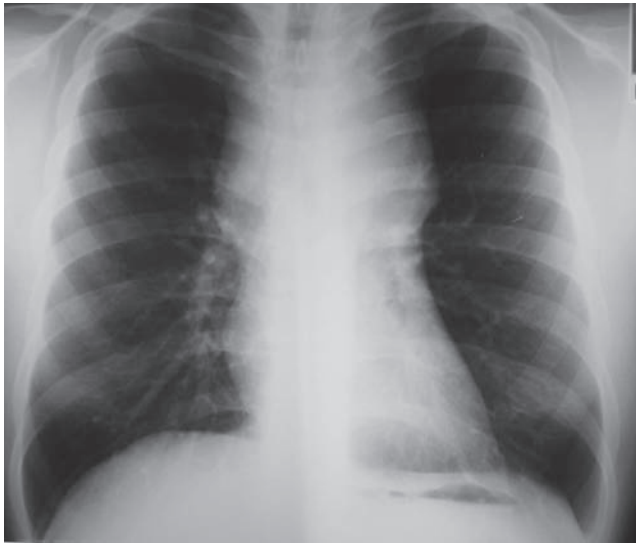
a y b. Radiografías de tórax en las que se observa una masa mediastínica.
